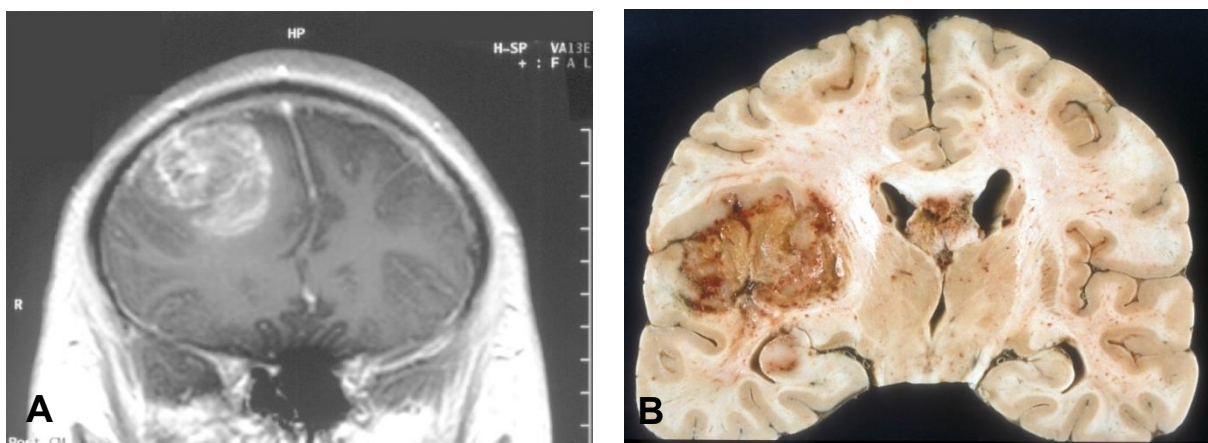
A: Glioblastom – MRT-Kopf, T1-Wichtung in koronarer Schnittrichtung mit Kontrastmittel. B: Makroskopische Pathologie des Glioblastoms mit ausgeprägten lokalen Hämorrhagien und zentraler, gelblicher Nekrose; koronarer Hirschnitt
